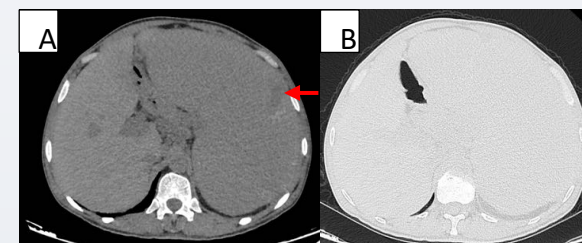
Coupes abdominales de la TDM-CTAP montrant volumineuse splénomégalie siège d'un foyer d'infarctus splénique (flèche).
